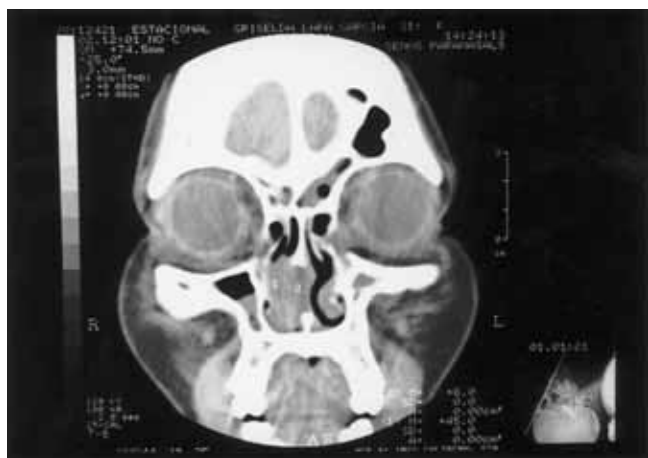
Tomografía computada que demuestra la lesión tumoral
